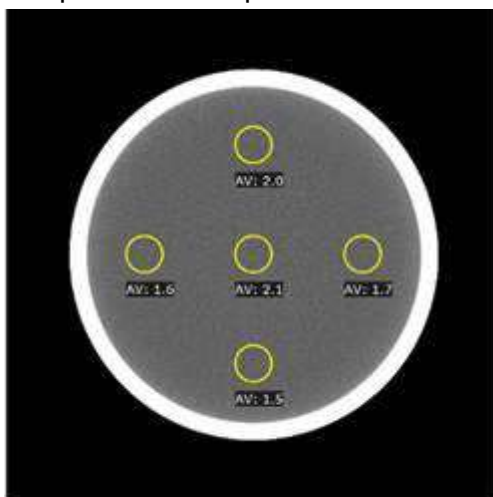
Измерение однородности КТ-значений водного фантома по протоколу Head STD-QA
